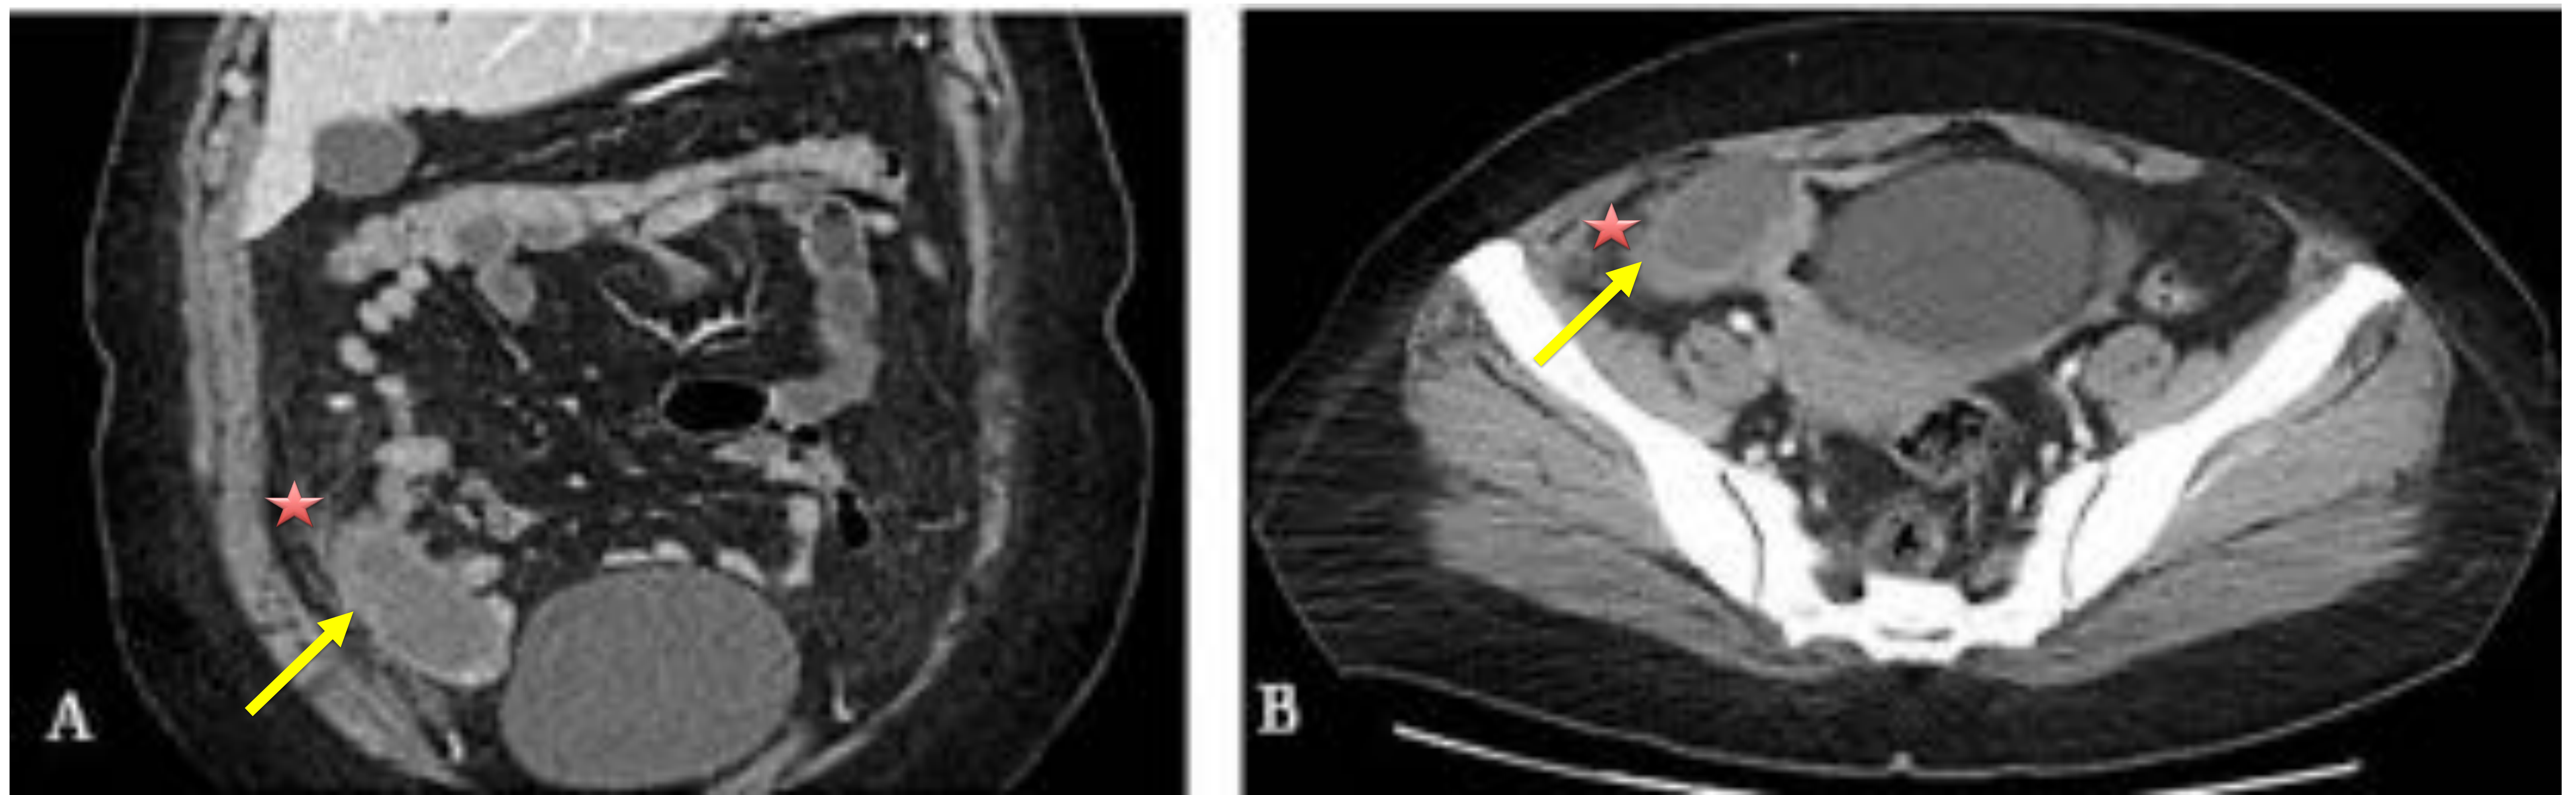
Imágenes de TC abdominopélvico con contraste IV, corte coronal por MPR (figura A) y corte axial (figura B). En paciente con cuadro clínico de dolor en fosa iliaca derecha.
